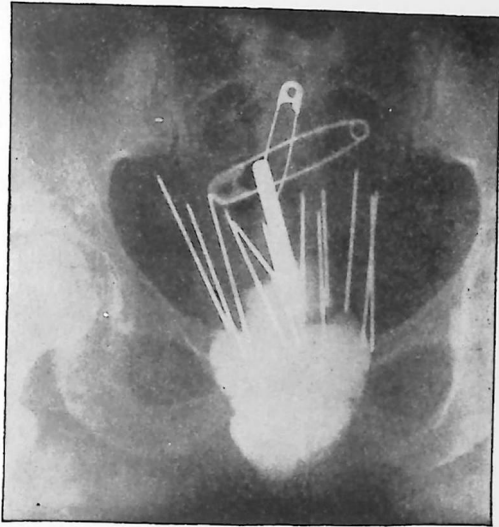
Radiografía que muestra la situación de las agujas en relación con el tandem intrauterino y las paredes pélvicas. (Pitts y Waterman: *Surg., Gynec. and Obst.*)
